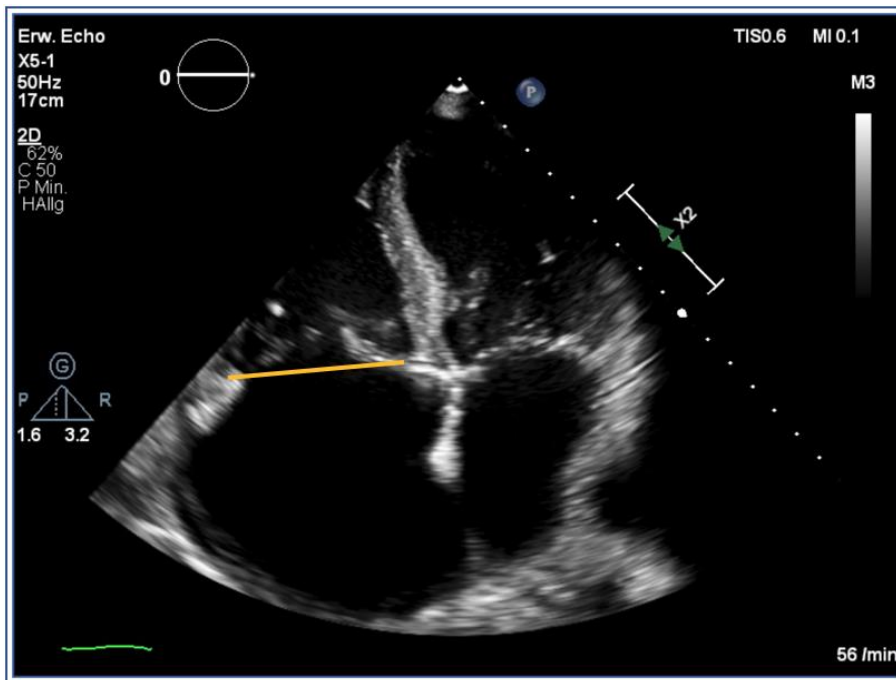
Echokardiographie TK-Annulus im 4CV.
